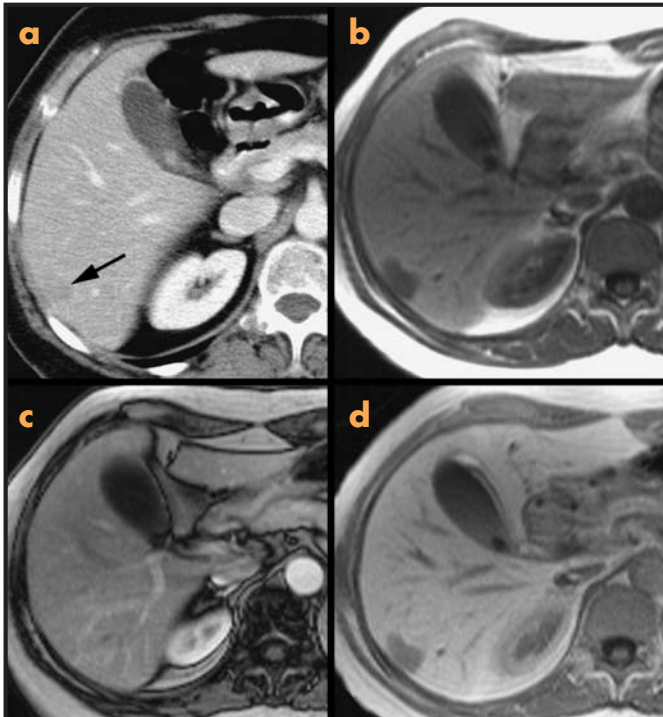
Metástasis hepática en una paciente con neoplasia de mama. a) Imagen de TC en la que se ve una lesión con mucha dificultad (flecha). b) Imagen de RM potenciada en T1 en la que se ve la lesión con mucha claridad. c) Después de la inyección de Gd-DTPA la lesión no se detecta debido a una relativa hipervascularización que hace que sea isointensa con el resto del hígado. d) Imagen obtenida tras la administración de Mn-DPDP que muestra una lesión que no capta contraste, lo que confirma su naturaleza no hepatocitaria.
